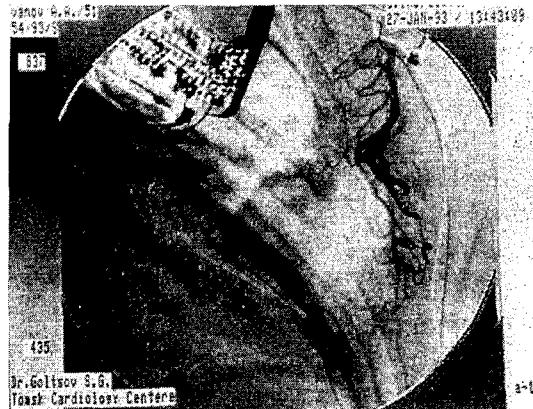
Рентгеноконтрастирование левой торакодорзальной артерии.
